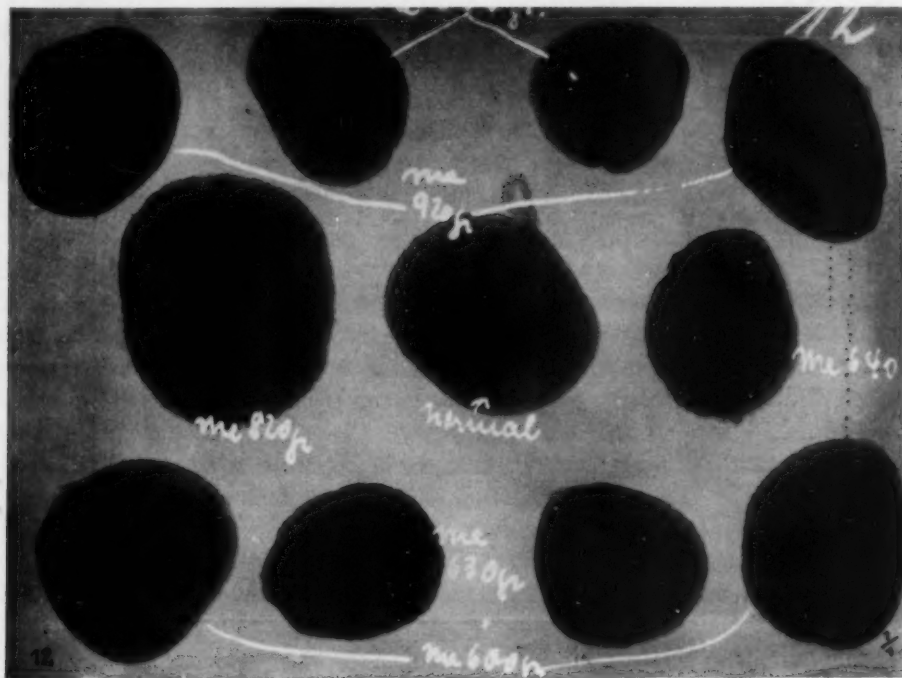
Röntgenaufnahme verschiedener Meerschweinchenplazenten nach der Geburt (8–14 Tage nach der Thoriuminjektion). In sämtlichen Plazenten sind noch Thoriumschatten erkennbar. (In der Mitte eine normale Plazenta von einem unbehandelten Muttertier.)
